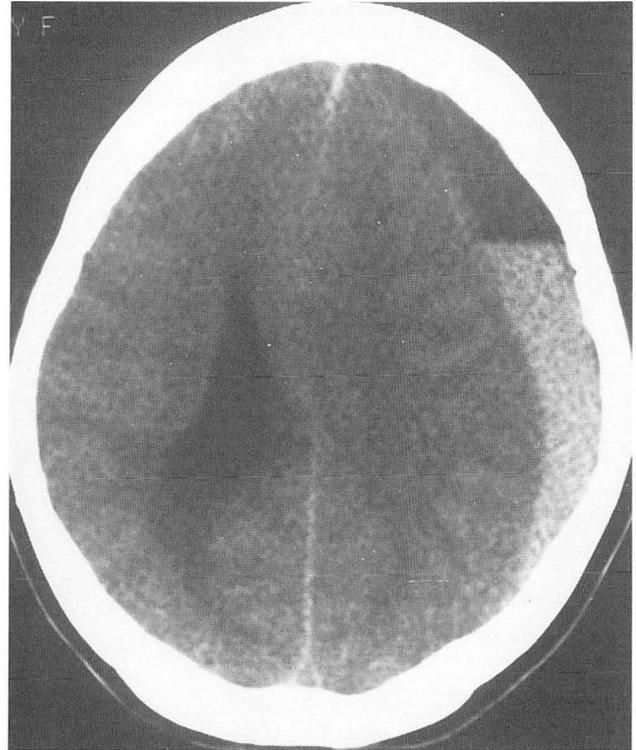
Precontrast CT scan of case 3 shows a unilateral crescent-shaped subdural hematoma with a sedimentation level of sharp interface in left frontotemporoparietal area.
